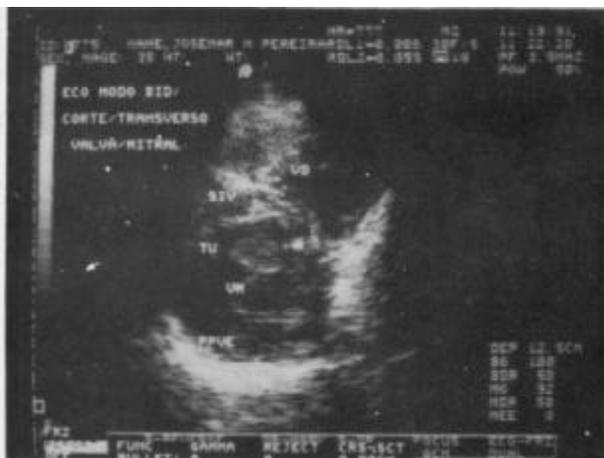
Ecocardiograma bidimensional, corte transversal, mostrando tumor (mixoma) no interior da cavidade ventricular esquerda. VE - ventrículo esquerdo; TU - tumor.
